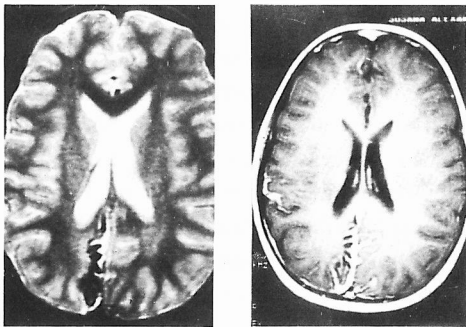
RMN – A (T2) e B (T1 após contraste) – hipossinal T1 e T2 do córtex occipito-calcarino, devido à presença de cálcio. Atrofia cortical. Após contraste, captação meníngea (pial) de predomínio direito, mas também contralateral.
